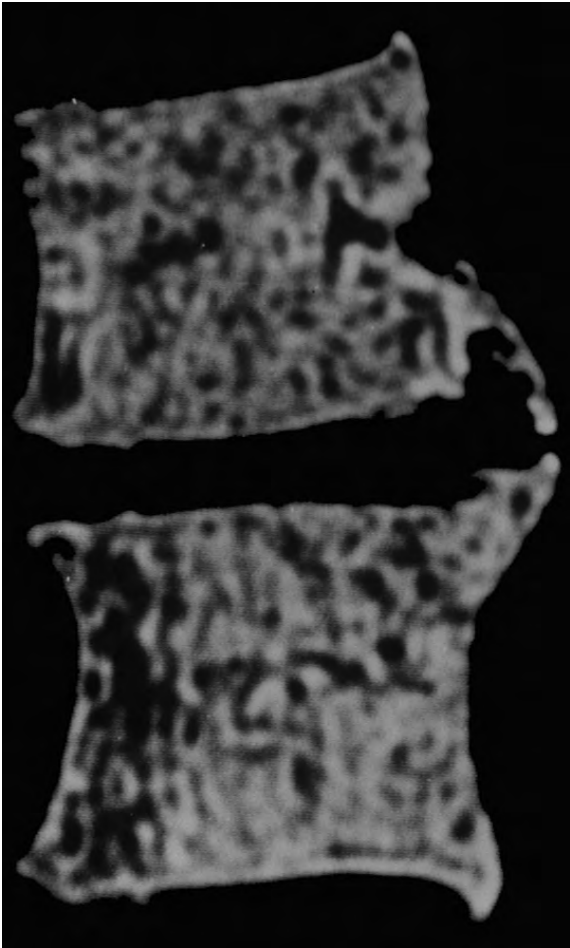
TC del cas precedent, que mostra molt bé el lloc on s'allotja l'hèrnia discal.
